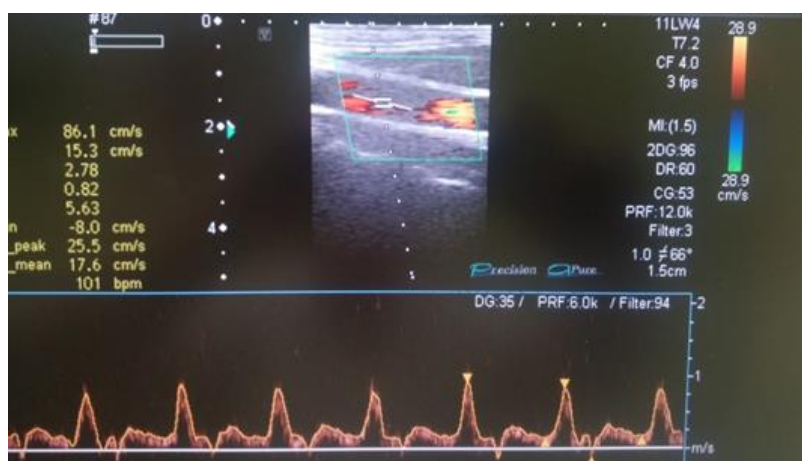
PW – pulzně modulovaná nosná vlna (pulzní dopplerovský systém). Jeden elektroakustický měnič – střídavě vysílá a přijímá [9].
